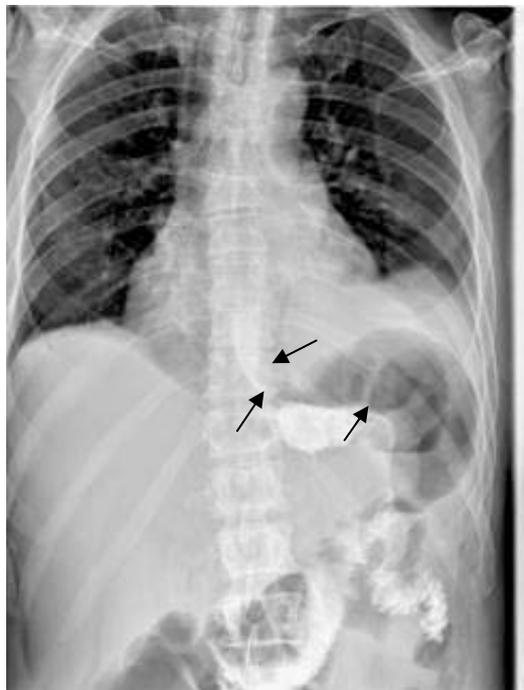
На рентгеноскопии функционирующие эзофагоэюноанастомоз и искусственный резервуар по типу Гофмана
